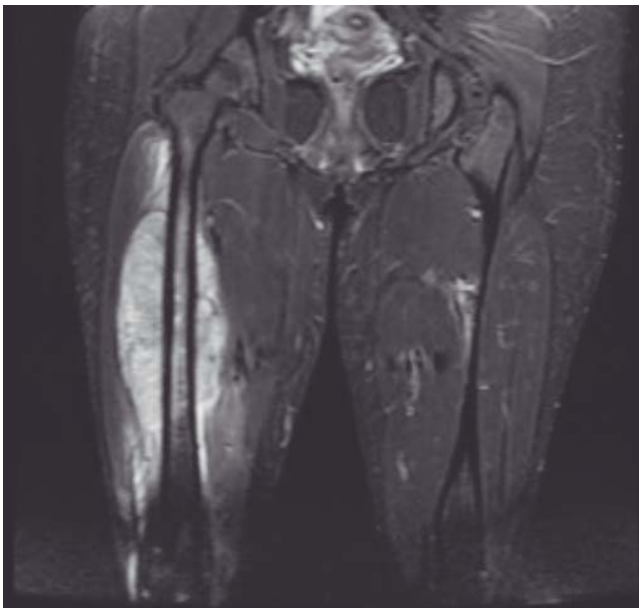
Resonancia magn3tica de muslo corte coronal con tumoraci3n en tercio medio de diáfisis de f3mur, extensi3n a partes blandas.
